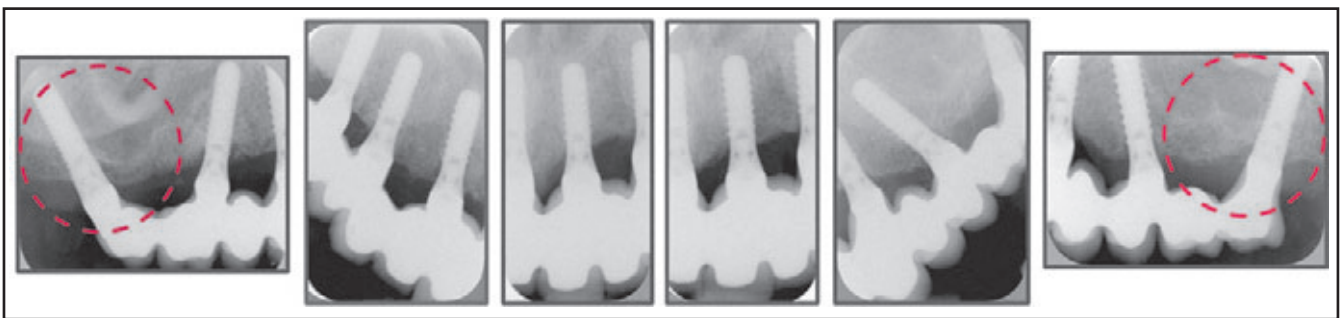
Periapikale Röntgenbilder beim Follow-up nach 3 Jahren.
